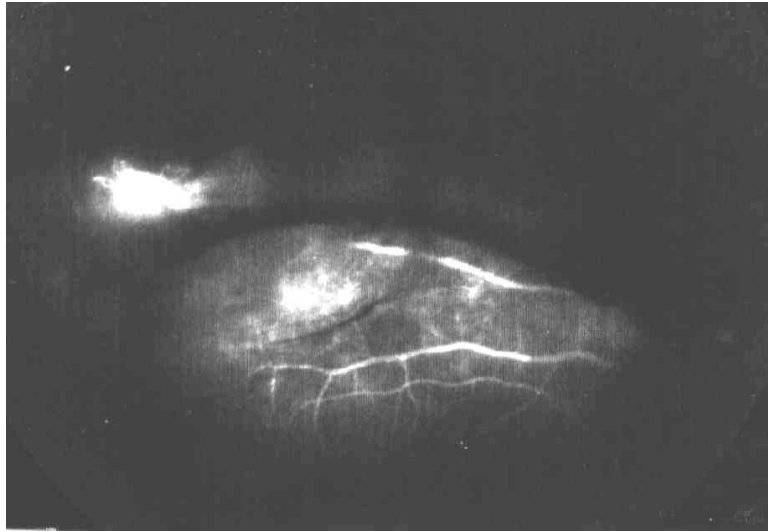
Angiofluoresceinografía en Uveítis con Hemorragia Retrohialoidea y la respectiva Ecografía:
